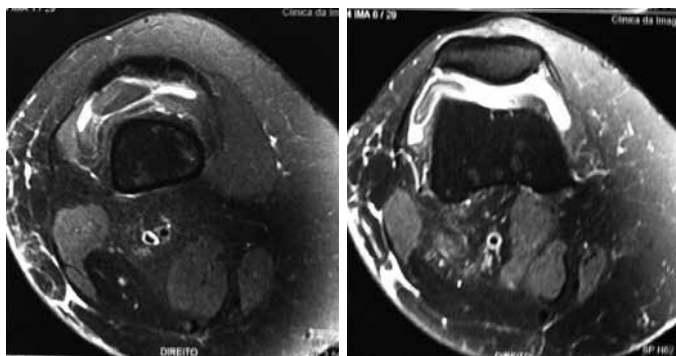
Ressonância magnética em corte axial, observada lesão pediculada, em compartimento lateral, justa patelar, com hipossinal intrarticular em T2.
